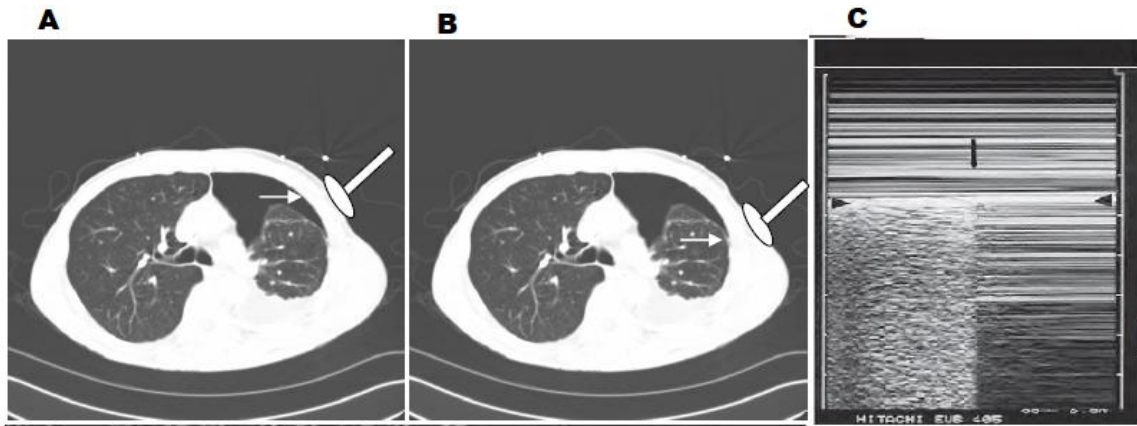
Punto pulmonar. Imagen de TAC: A y B muestran la colocación de la sonda y el movimiento en espiración (A), donde el aire se interpone entre la sonda y el pulmón; y en inspiración (B) donde el pulmón se expande. C) Modo M: límite donde hay patrón pulmonar sano y el patrón sugestivo de neumotórax. Tomado de Khosla (2012, p. 115).
